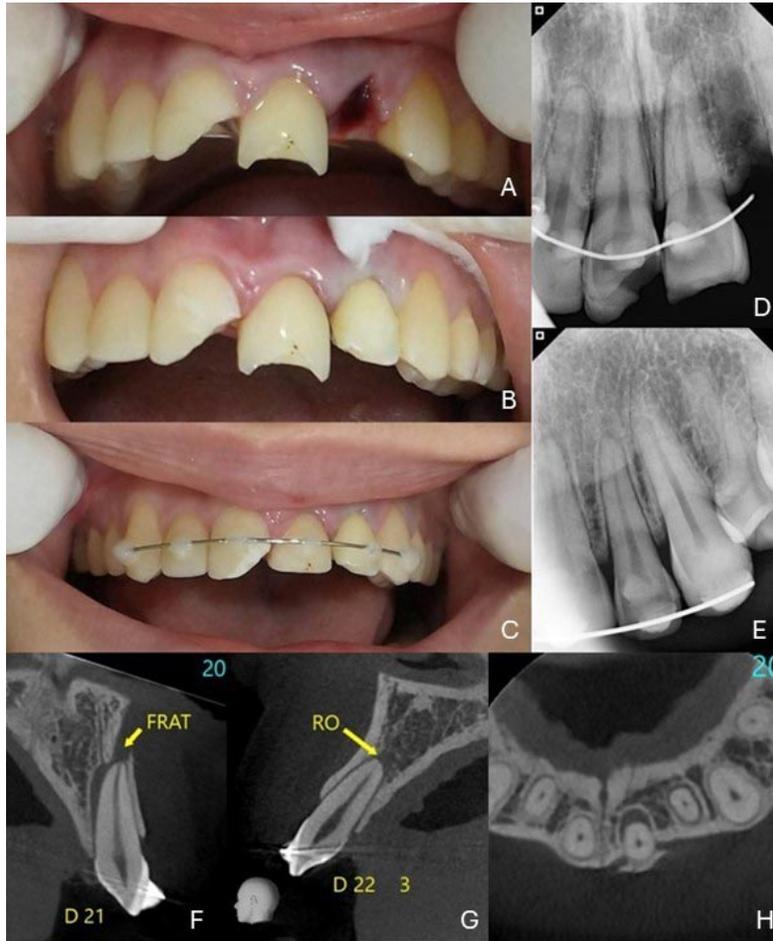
A - Aspecto clínico inicial. B - Aspecto clínico después del reimplante. C - Después de la instalación de la contención semirrígida. D - Radiografía periapical inicial. E - Radiografía después del reimplante y la contención. F, G, H - Cortes tomográficos después de la consulta de urgencia.
